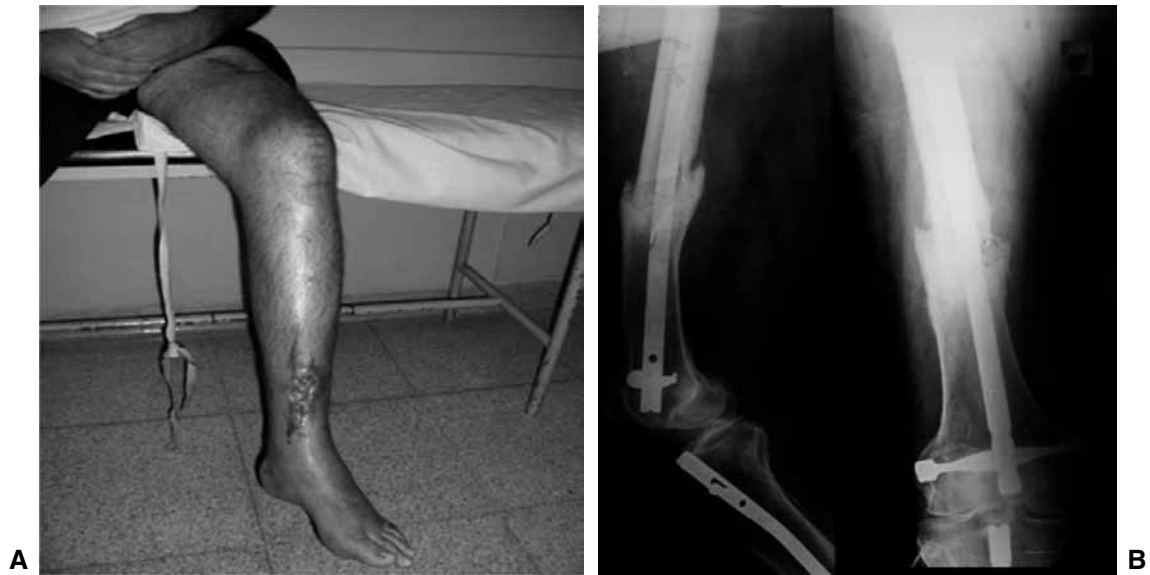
A. Hombre de 34 años en el cuarto mes del posoperatorio de osteosíntesis de fémur izquierdo con clavo retrógrado y por mismo abordaje y en el mismo acto quirúrgico, osteosíntesis con clavo anterógrado de tibia y peroné izquierdos. Ambas eran fracturas expuestas Gustilo–Anderson II. B. Radiografía de control al año de la cirugía.
